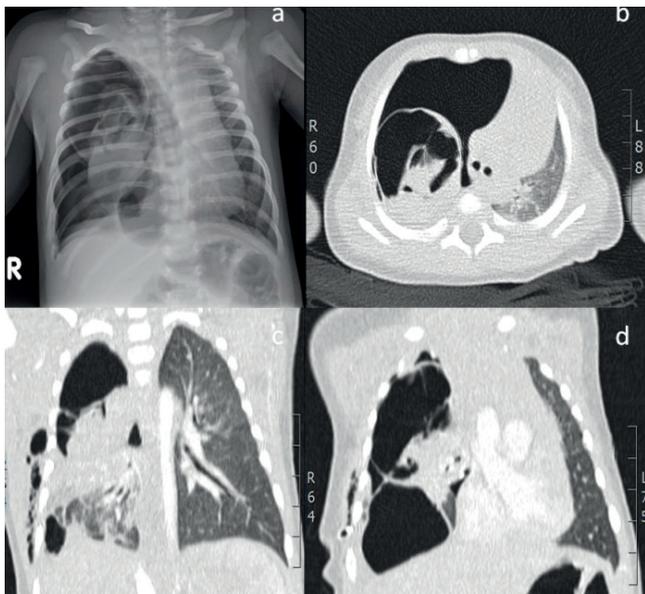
1a. Rx torace: pneumotorace iperteso destro, con mediastino deviato a sinistra, addensamenti parenchimali e due lesioni bollose nel lobo superiore ed inferiore di destra. 1b. TC torace: lesioni bollose a carico di tutto il lobo superiore ed inferiore di destra, con diametro da pochi millimetri a 4 cm (d), prevalentemente a localizzazione sub-pleurica. Ventilazione residua nel lobo medio. Polmone sinistro normale.
